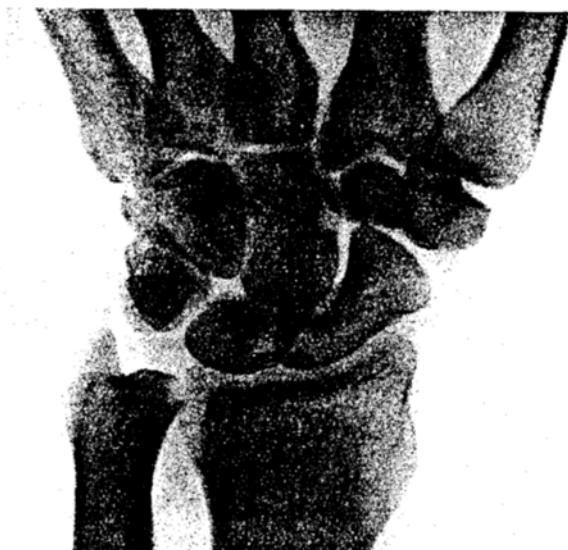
Subluxationsstellung des Ellenköpfchens nach außen. Röntgenbild von der Fläche.
